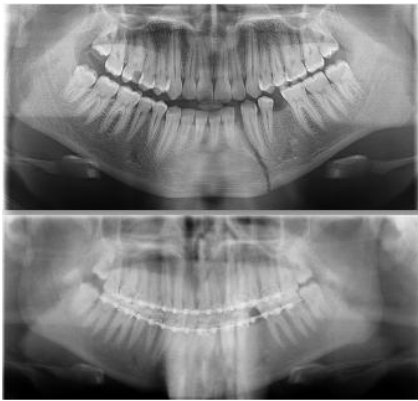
Radiographs of case-1
